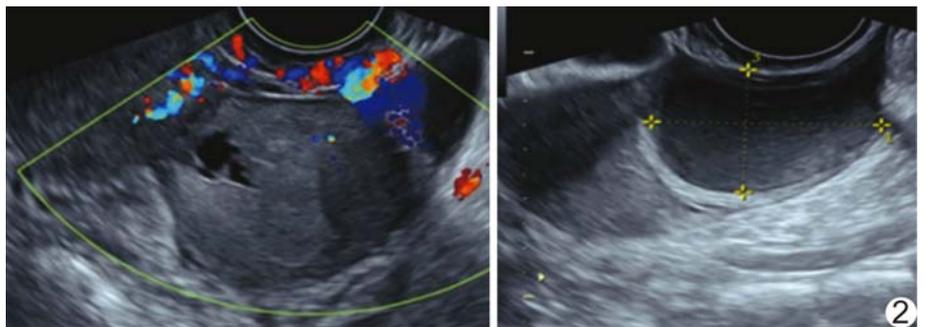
1 年余前超声 子宫后壁浆膜下 4.1 cm×5.9 cm×3.7 cm 低回声, 内见少量血流信号, 左卵巢内见囊性包块
